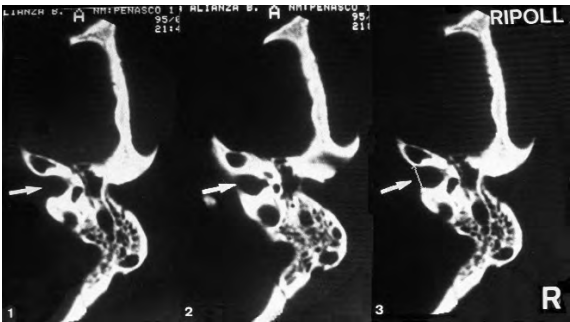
Tomografia del crani de Santa Maria de Ripoll. R, costat dret.
